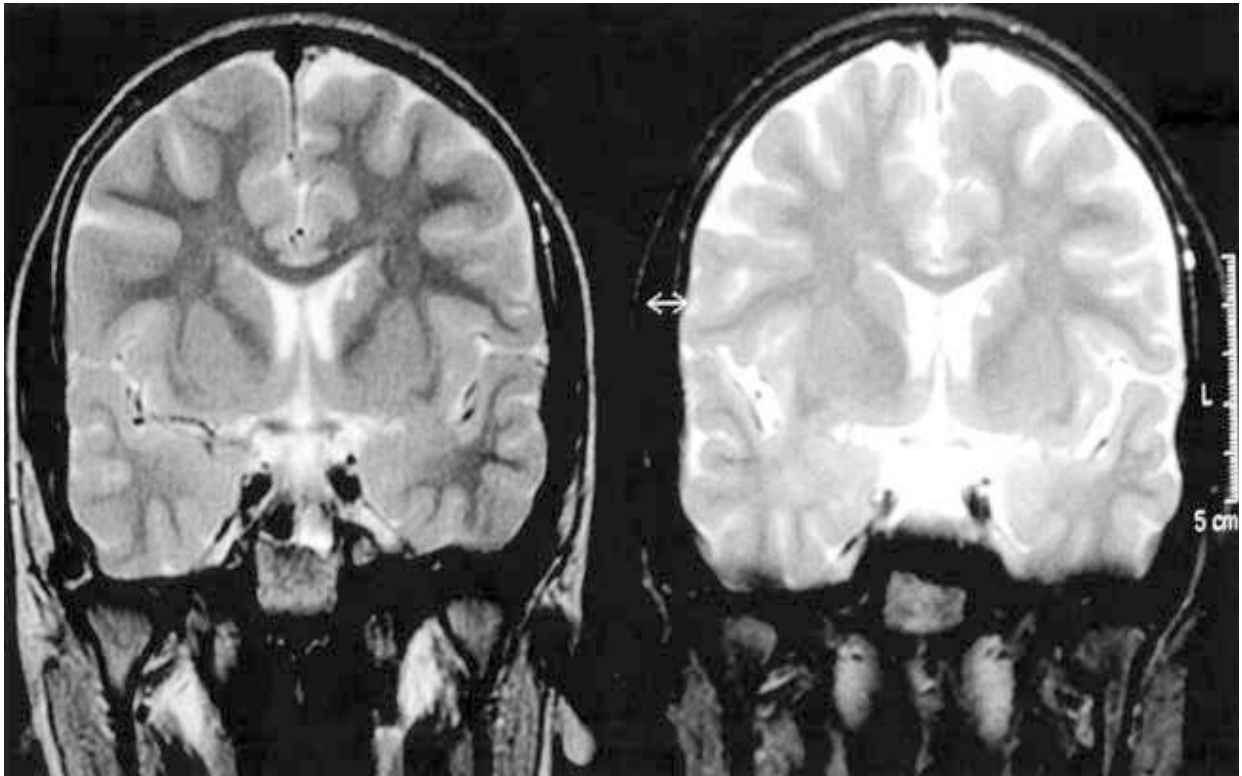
IRM cérébrale en coupes axiales montrant une hyperintensité au niveau de la tête du noyau caudé.
